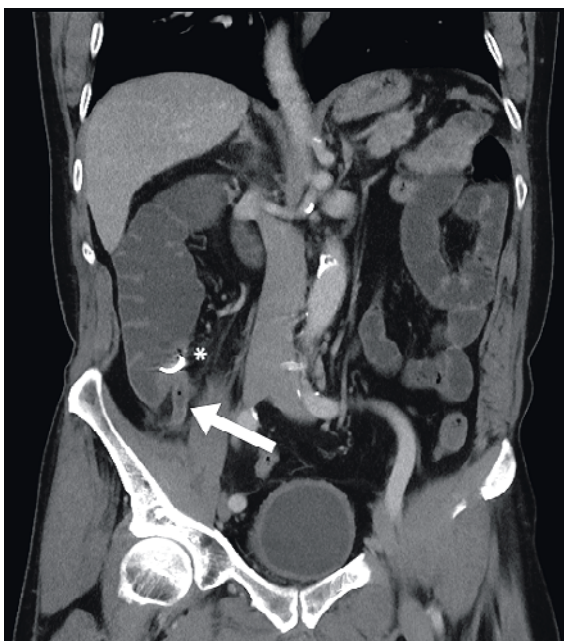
Computertomographisch zeigt sich eine akute Appendizitis (Pfeil). * = Clip nach Vollwandresektion mittels FTRD®.
